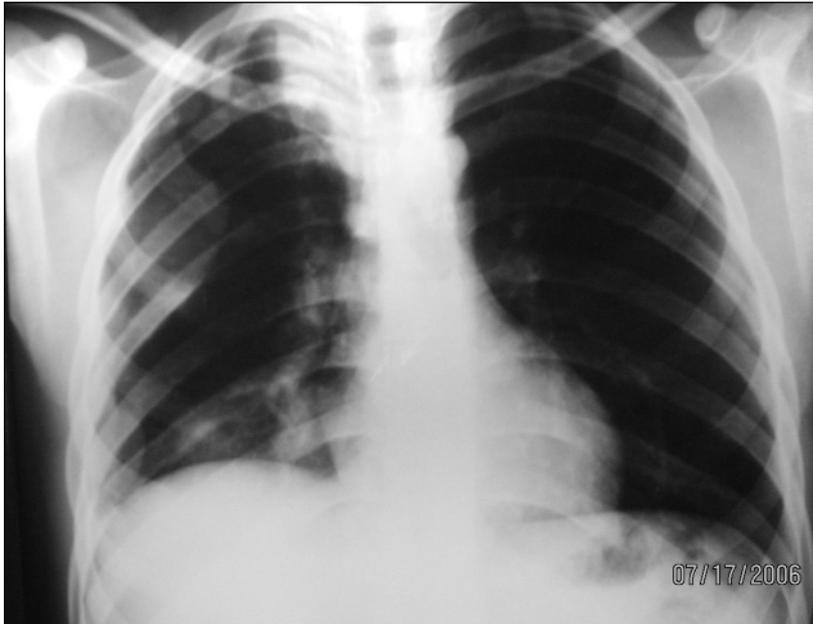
Radiografía de tórax frente. Signo de Skarby.
